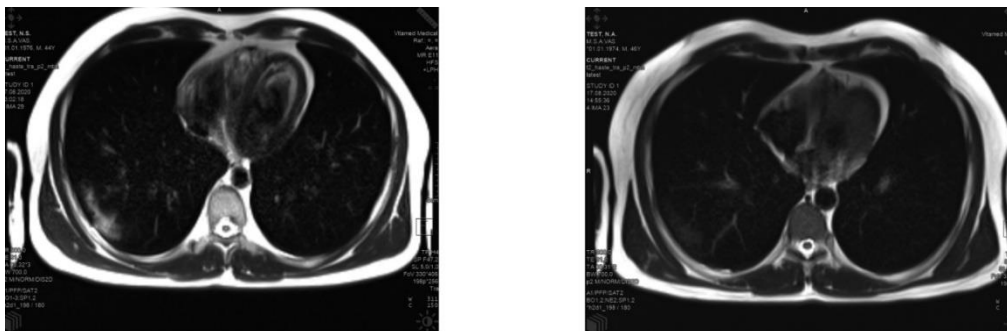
Изображение МРТ-сечений грудной клетки пациента с легкими, пораженными коронавирусом через одну (слева) и две (справа) недели после начала заболевания.
